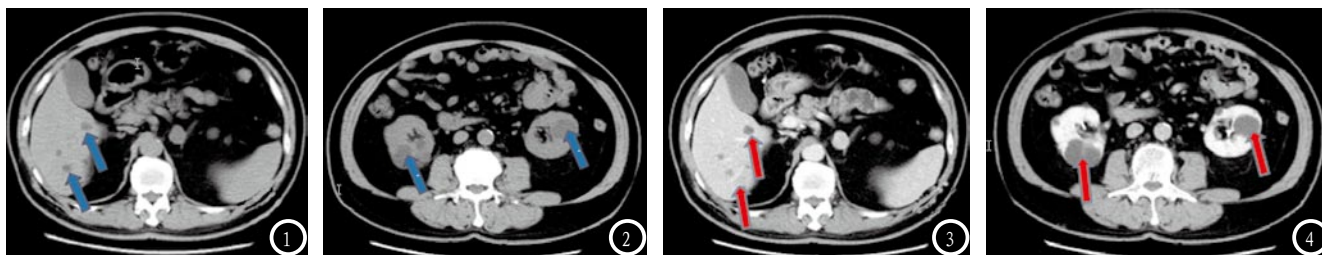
CT平扫示肝实质内见多发低密度灶(见↓); 图2 CT平扫示双肾多发大小不等低密度灶; 图3 CT增强示双肾见多发大小不等低密度灶静脉期未见明显强化; 图4 CT增强示双肾多发低密度灶静延迟期未见明显强化。
